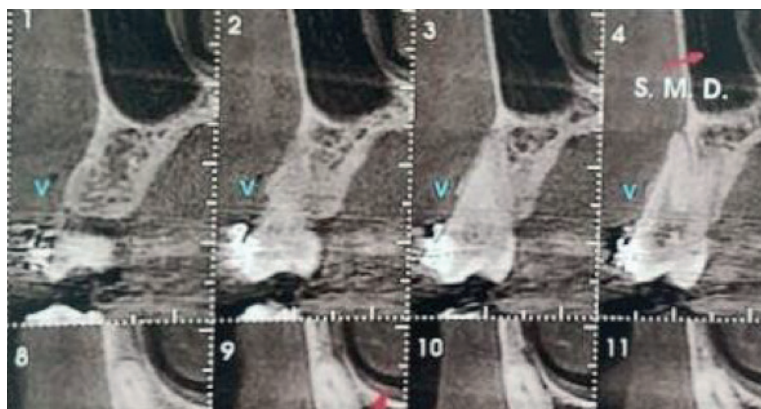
Cortes Sagitais da Tomografia Computadorizada Cone Beam
